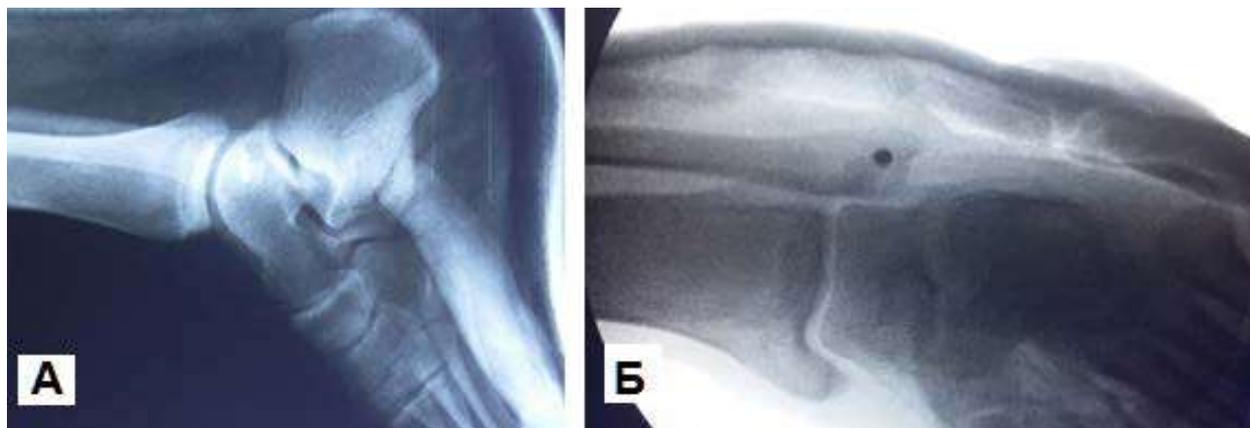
Рентген контроль
